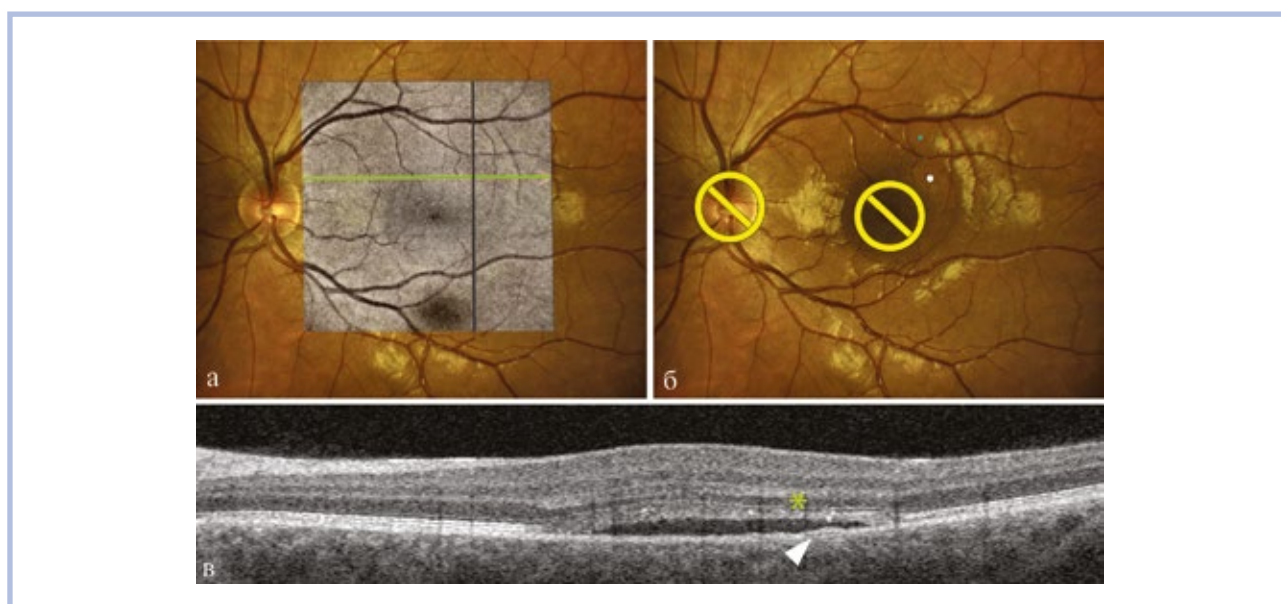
Навигационная фокальная лазерная коагуляция точки просачивания при центральной серозной хориоретинопатии на основании оптической когерентной томографии (случай №8).
